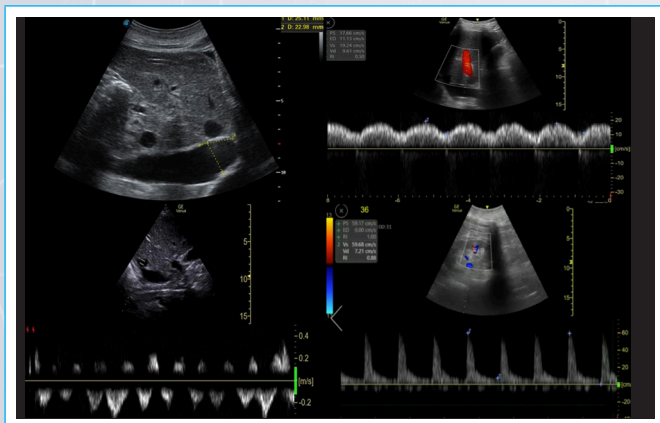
Patrón Doppler de congestión severa.
